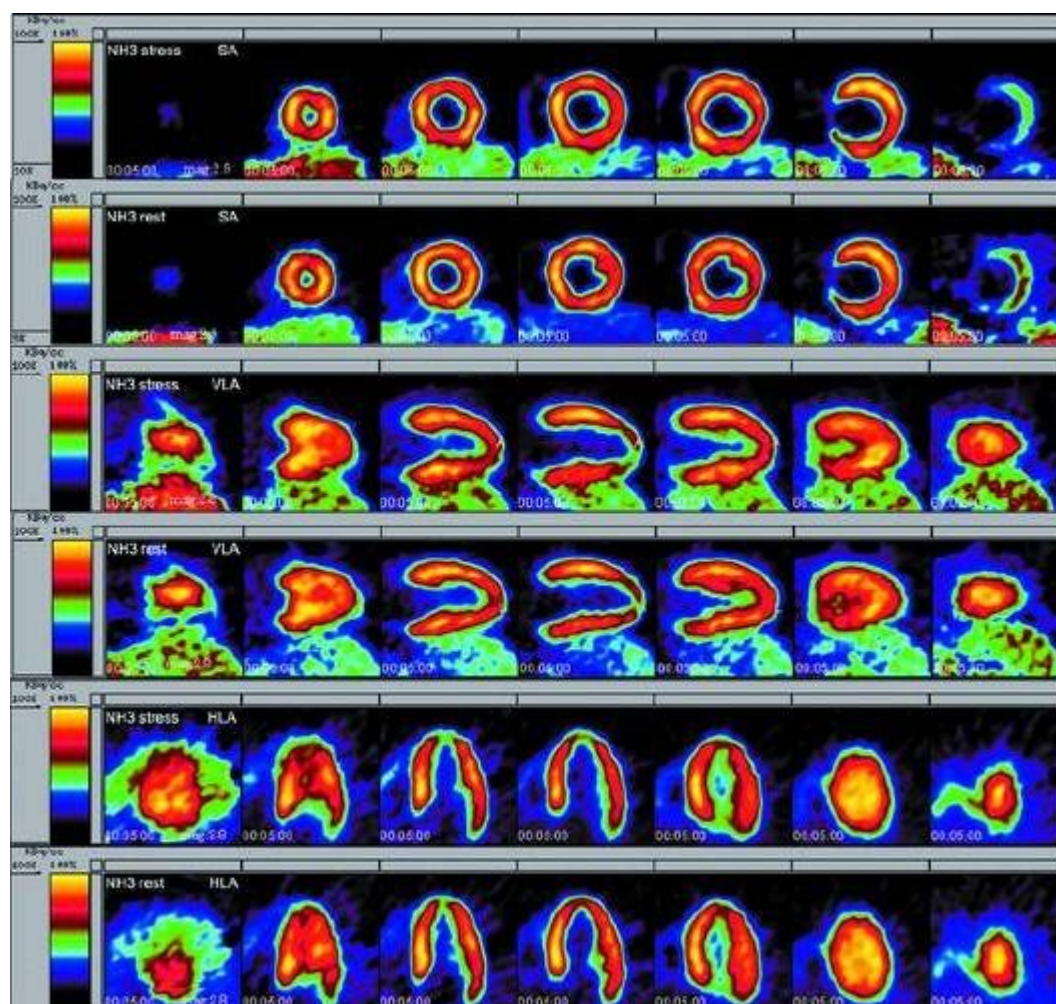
Исследование кровоснабжения миокарда методом ПЭТ с ¹³N-аммонием в покое и на фоне фармакологической пробы с аденозина фосфатом. На томосцинтиграммах сердца, выполненных по короткой, вертикальной и длинной осям ЛЖ, представлен вариант нормы. NH₃ stress - введение NH₃ на фоне нагрузочной пробы; NH₃ rest - введение NH₃ в покое; SA - короткая ось; HLA - горизонтальная ось; VLA - вертикальная ось.
